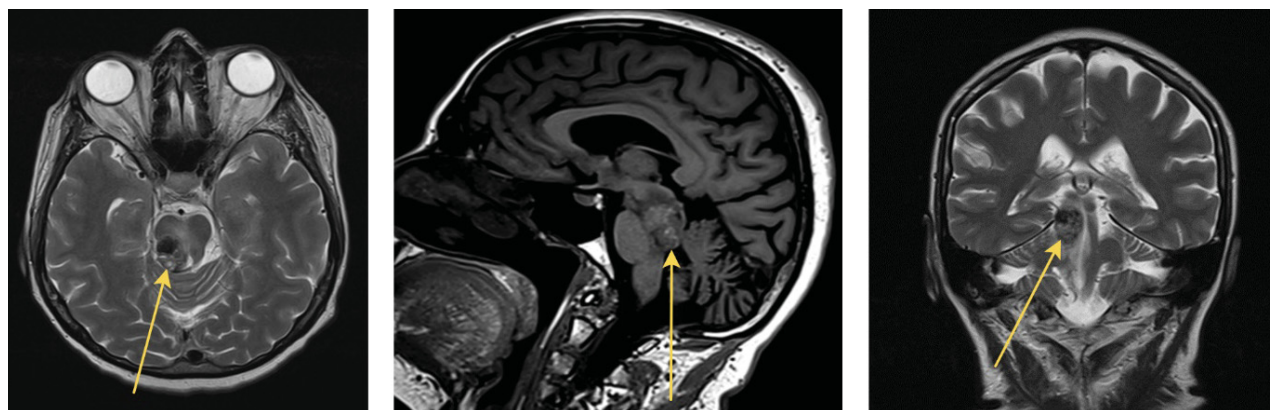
МРТ ГМ 22.10.24 – справа в дорзальных отделах среднего мозга и моста выявлено внутримозговое образование с четким бугристым контуром, ячеистой структуры, с наличием кровоизлияний, с умеренно выраженным перифокальным отеком, не накапливающее контрастный препарат, размерами 18 x 14 x 22 мм, наиболее вероятно – кавернозная венозная мальформация
